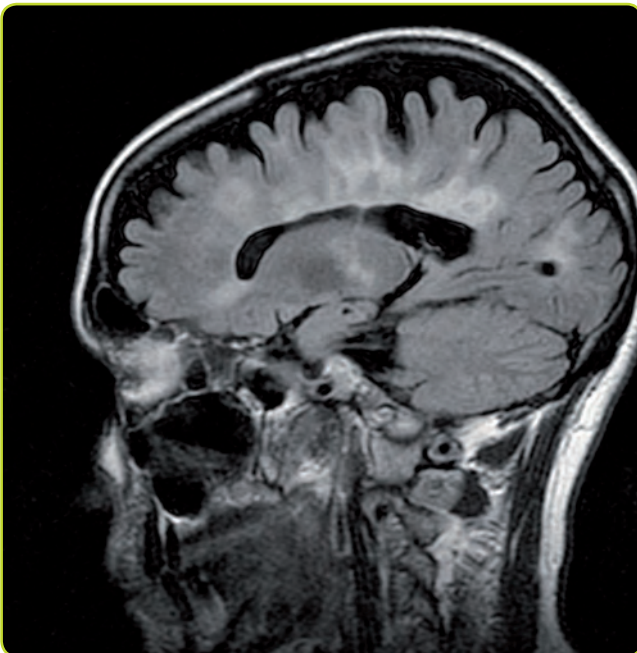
RM sagital (FLAIR) que muestra las típicas lesiones desmielinizantes en llama en cuerpo calloso.
